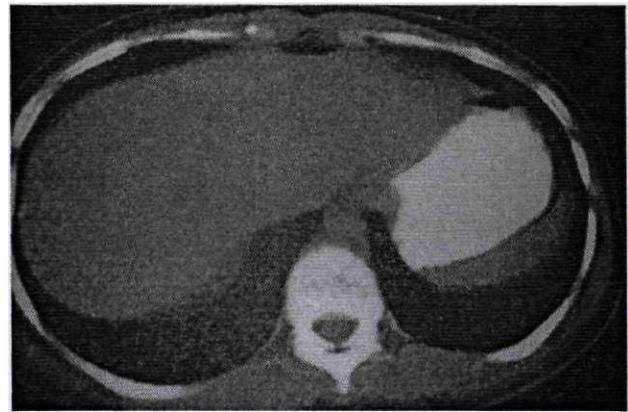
Компьютерная томография. Больной И., 11 лет. Гемоперитонеум
